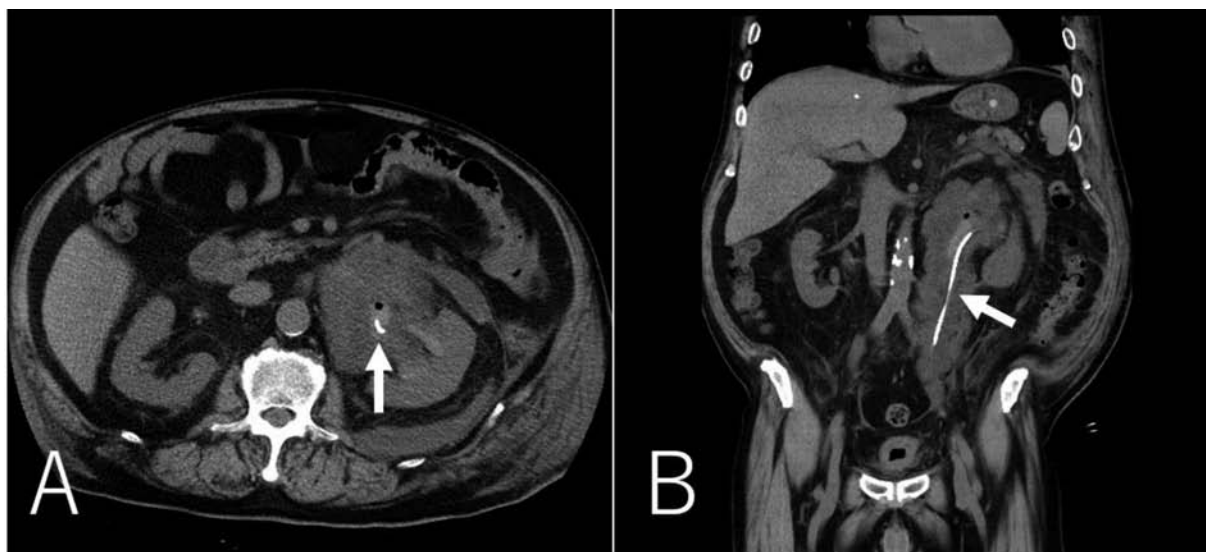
Abdominal plain CT on day 19 of hospitalization. Axial (A) and coronal (B) images show a low-density area spreading to tissues around the left renal pelvis and ureter. The white arrows indicate the ureteral stent.
